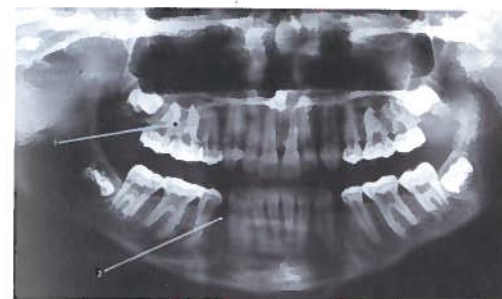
Ortopantomografia maxilo-facial (16 anos)
